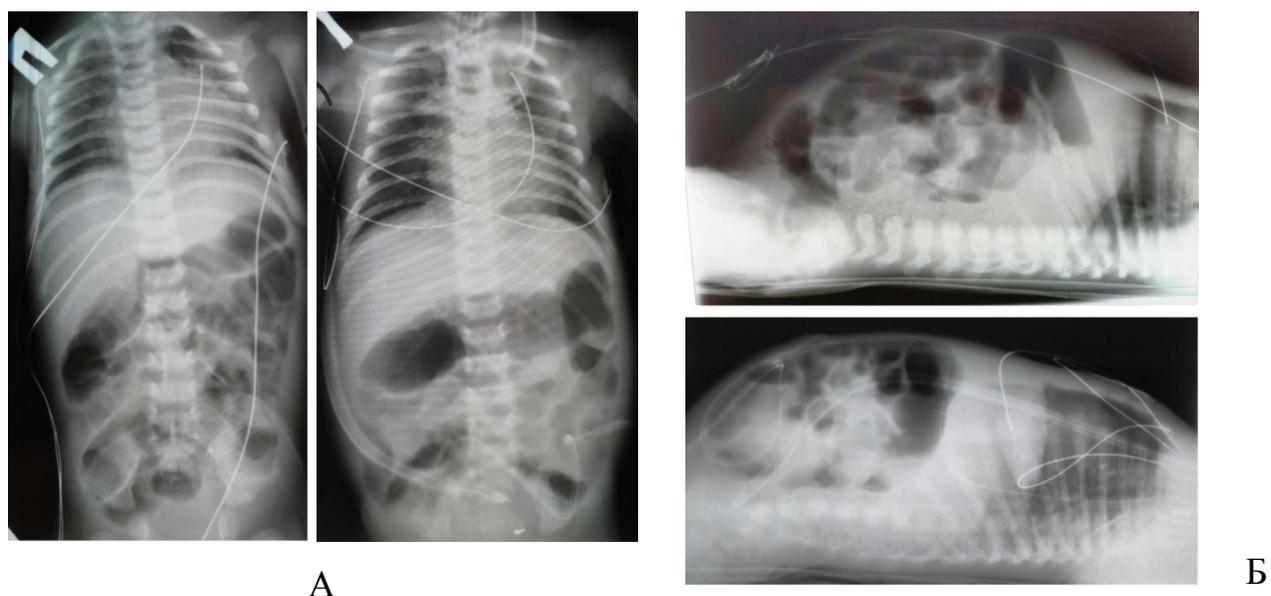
Обзорная рентгенография органов брюшной полости в прямой (А) и боковой (Б) проекция до и после имплантации перитонеальных дренажей
